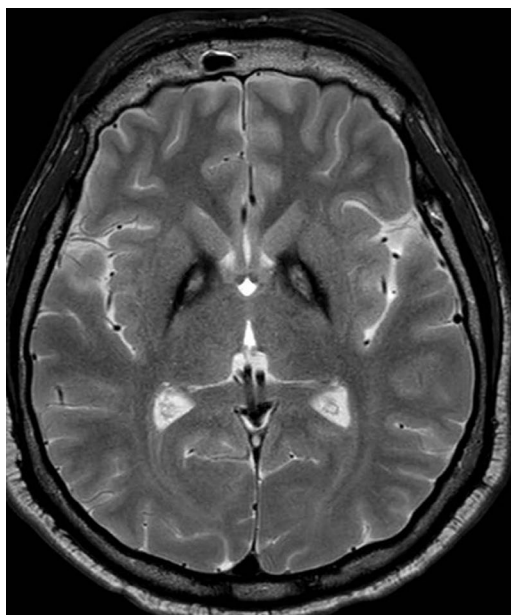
Corte axial en T2 de RM cerebral que muestra el signo del "ojo de tigre" en ambos globos pálidos, hallazgo característico de la PKAN.
